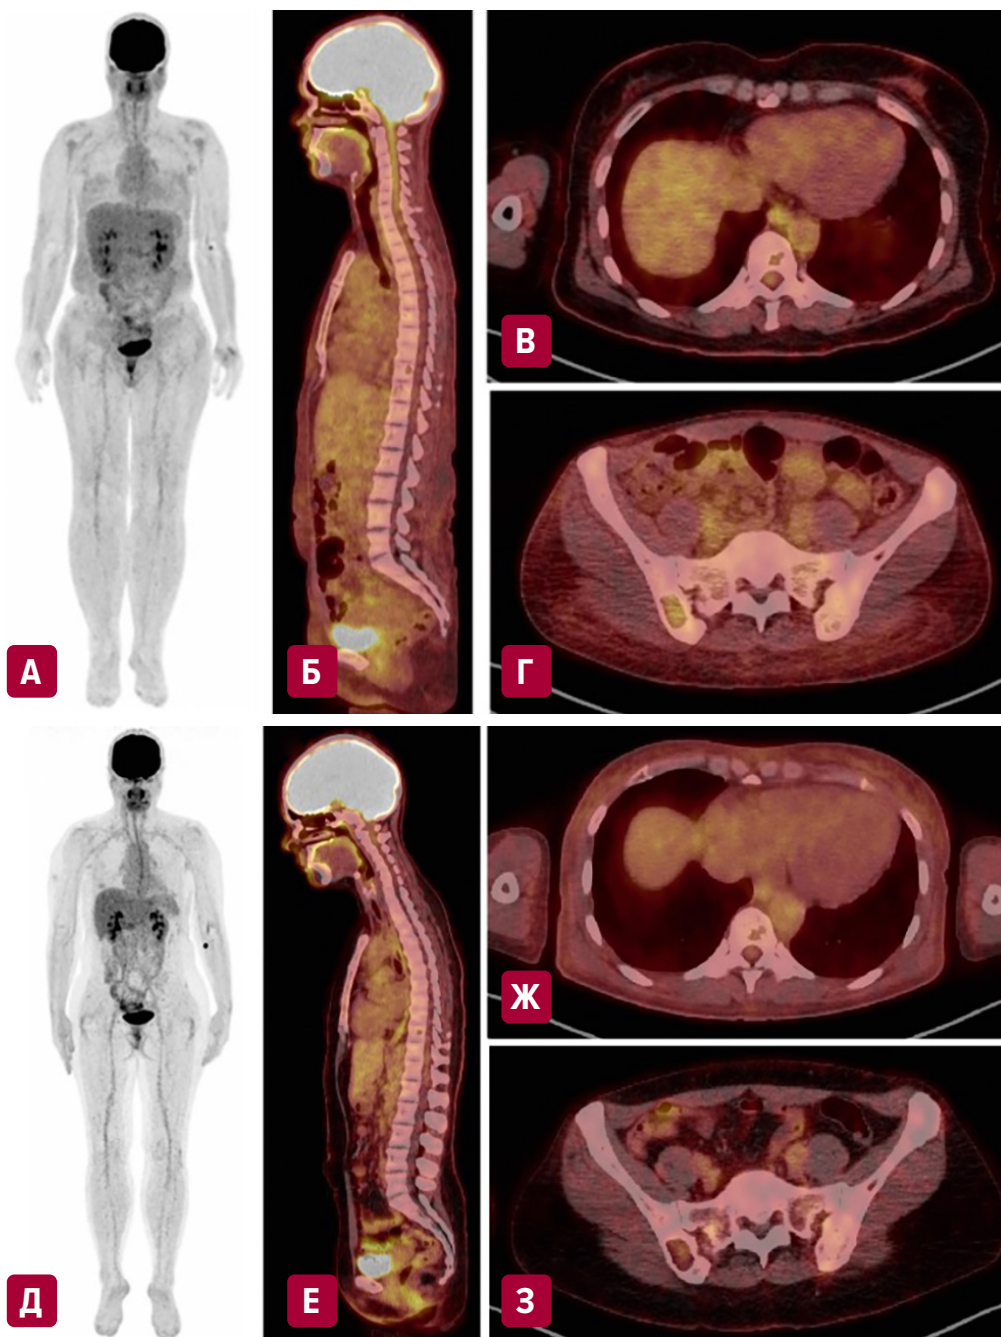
Определение МОБ-статуса по данным ПЭТ-КТ при множественной миеломе:
